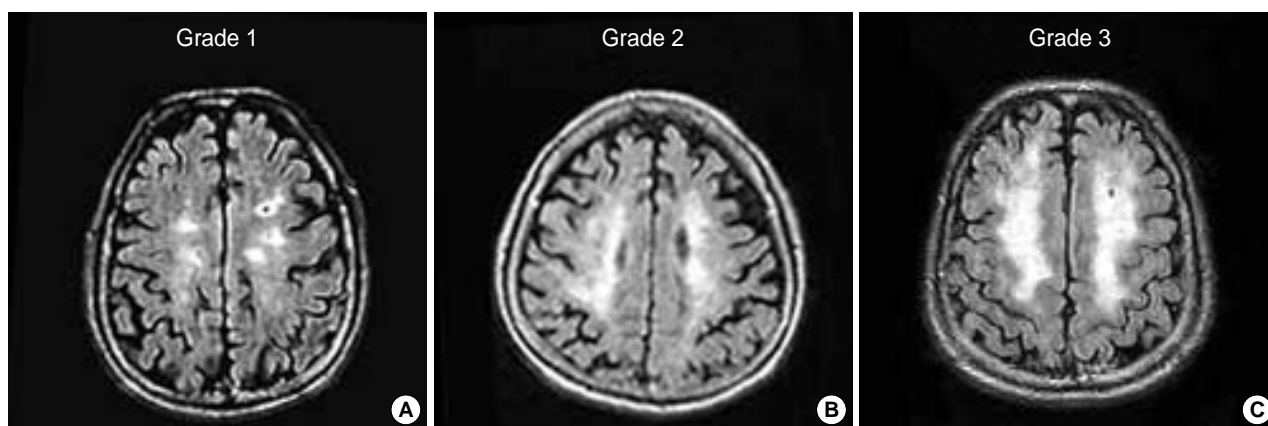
Grading of small vessel disease on subcortical white matters on FLAIR.
